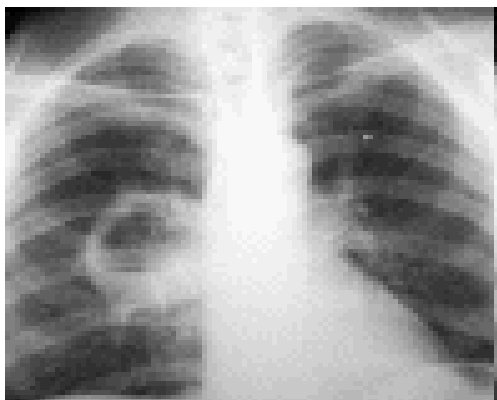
Рентгенограмма ОГК. Синдром кольцевидной тени. Абсцесс легкого
